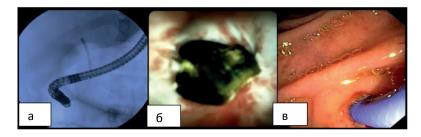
ЭРХПГ. a) рентгенологическое изображение б) холангиоскопия в) эндоскопическая картина. Визуализируется внутрипротоковый конкремент.
